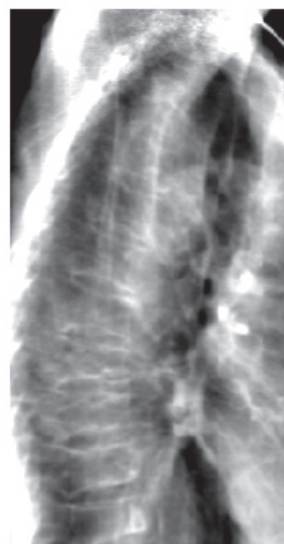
Fracturas vertebrales: radiografía columna dorsal lateral.
